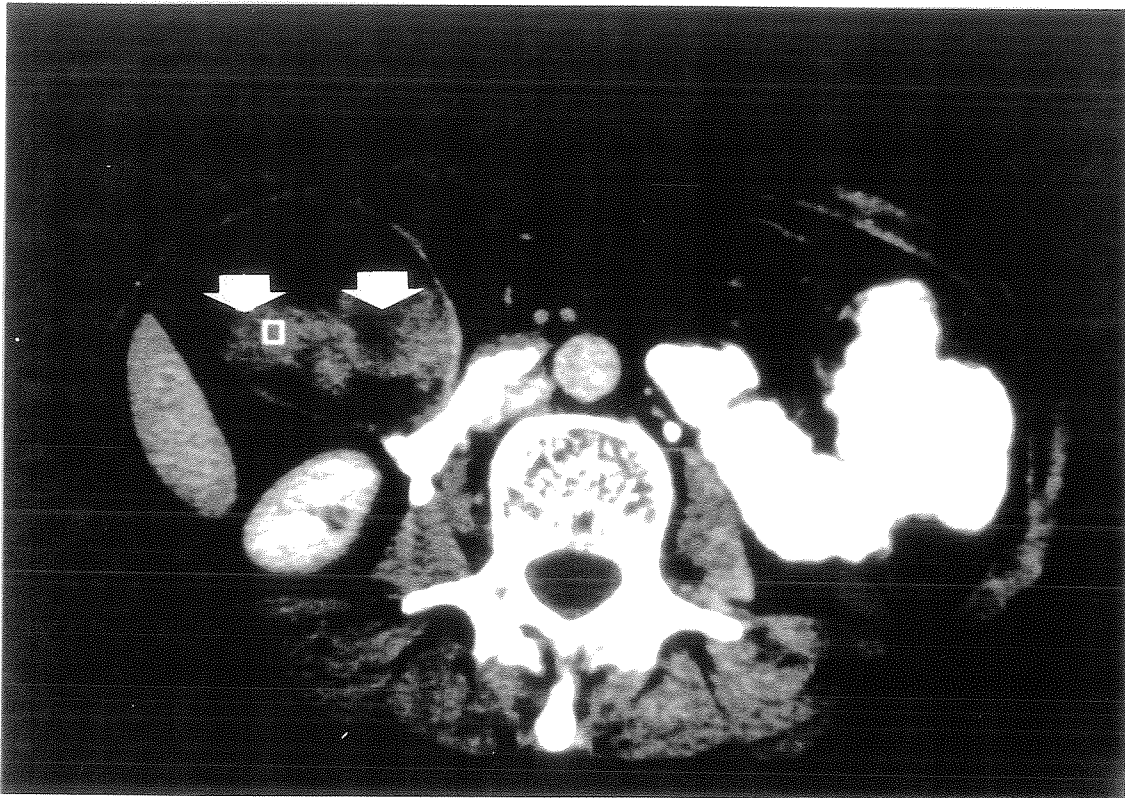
TC con contraste. Imagen hipodensa, mal delimitada en cabeza de páncreas, que resultó ser un ampuloma (flechas). Además se observa aerobilia.
